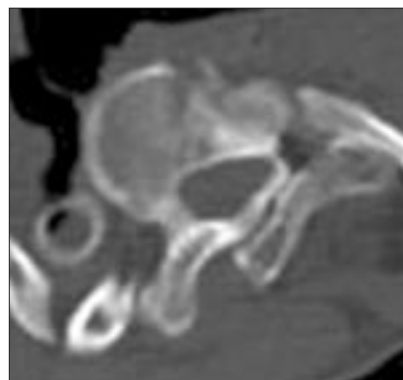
КТ. Аксиальный срез. Торсионные изменения Th3 позвонка
